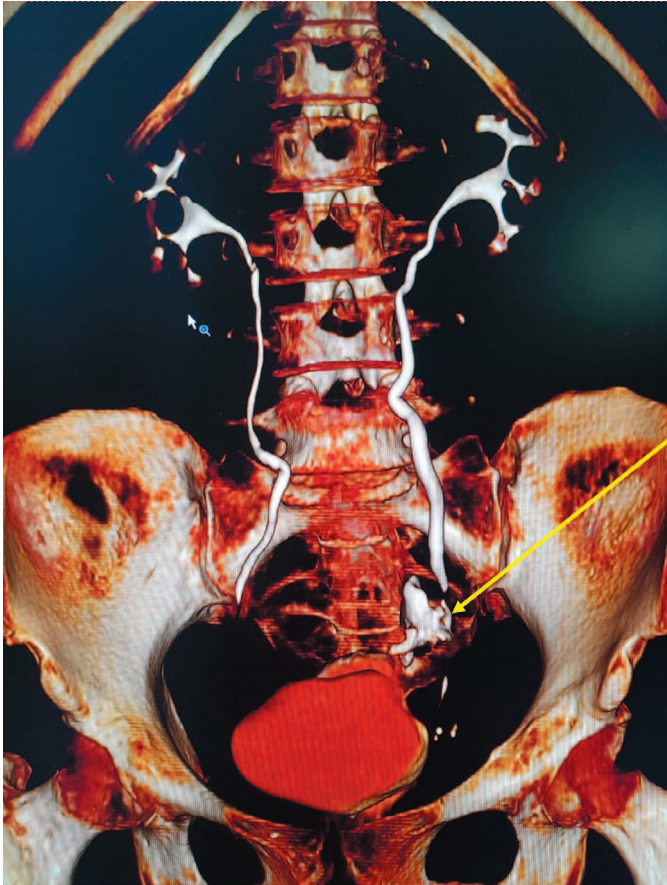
3D реконструкция мультиспиральной компьютерной томографии органов мочевыделительной системы с в/в контрастированием. Левый мочеточник незначительно расширен до нижней трети, где определяется затек контраста из мочеточника в брюшную полость.
